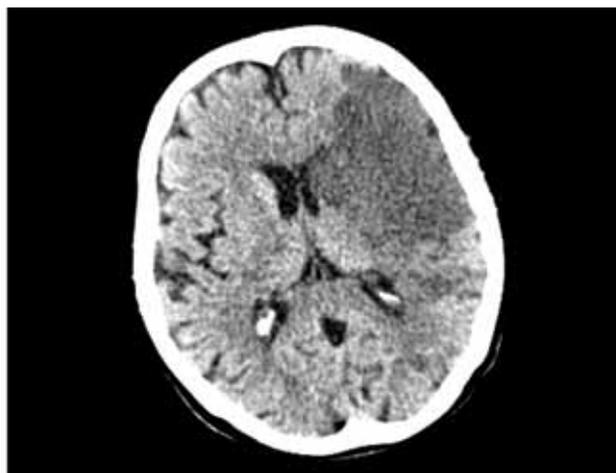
КТ головного мозга: очаги ишемии в левой лобно-височной, подкорковой областях.
